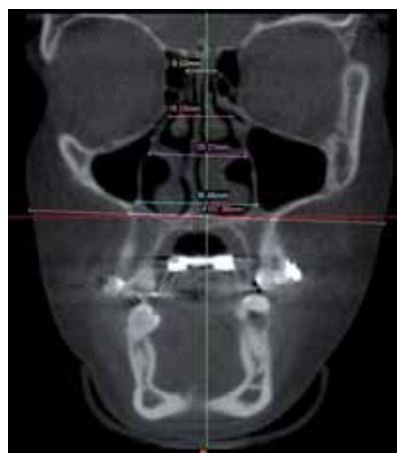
Sezione frontale della CBCT post-espansione.
